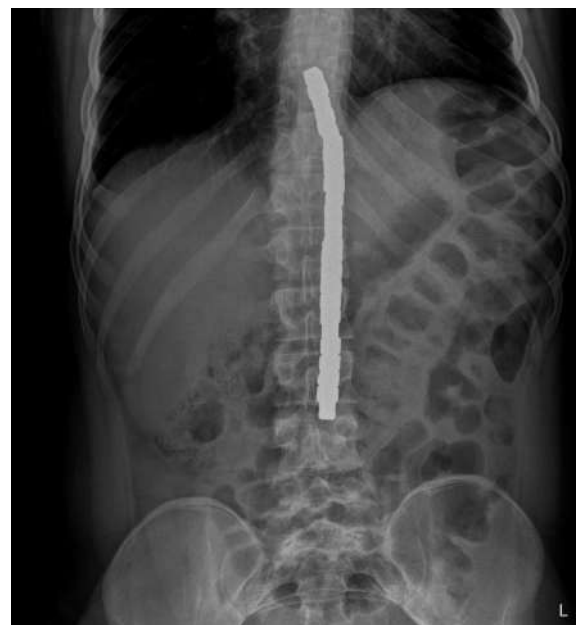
Konventionell-radiologisch zeigte sich ein ca. 22 cm langer und 1,4 cm breiter, röntgendichter Fremdkörper. Dass die Magnete sich im Magen und im Zökum befanden, war hier noch nicht bekannt.
